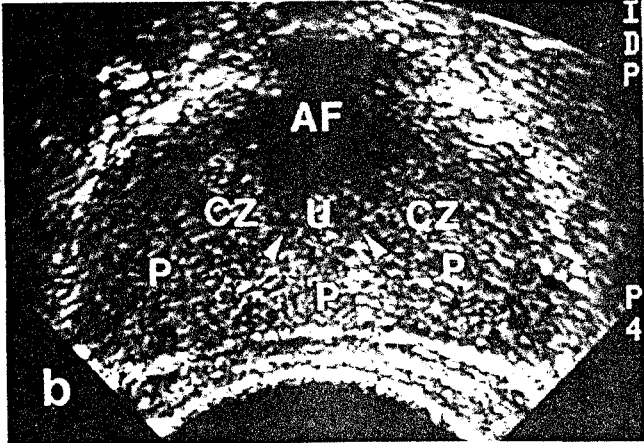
Prostata normală – aspect ecografic în secțiuni transversale.
